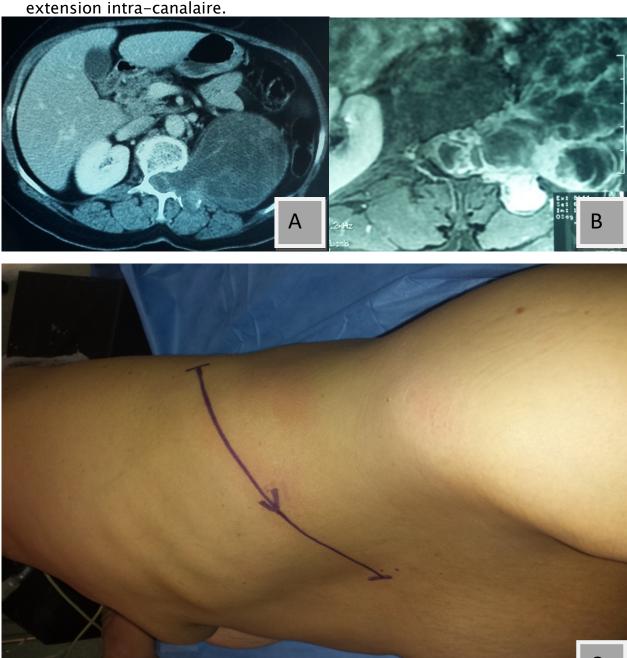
Coupes axiales de TDM (A) ; objectivant Une lésion volumineuse avec image en sablier avec une extension intra-canalaire.et compression importante du névraxe à l'IRM en (B) faisant évoquer «un angiolipome». Position latérale droite avec marquage du niveau de l'incision cutanée (C).
